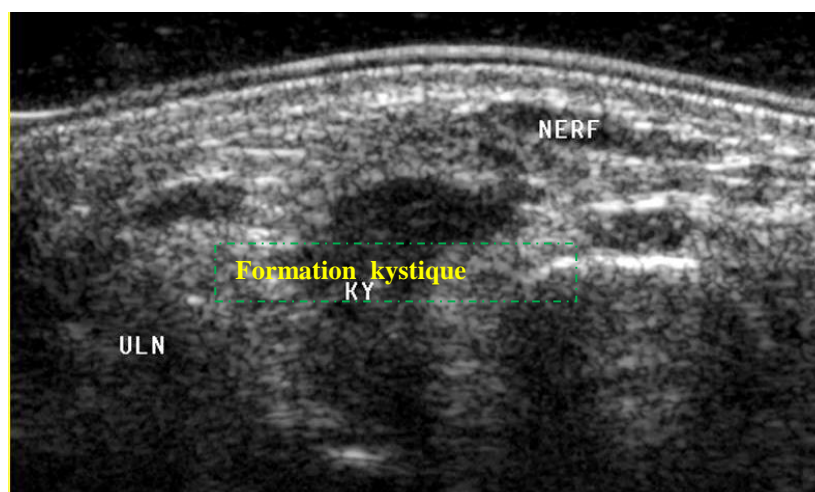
Coupe échographique axiale, montrant une formation kystique comprimant le nerf ulnaire dans le canal ulnaire. (Hôpital militaire de Staoueli 2015).
